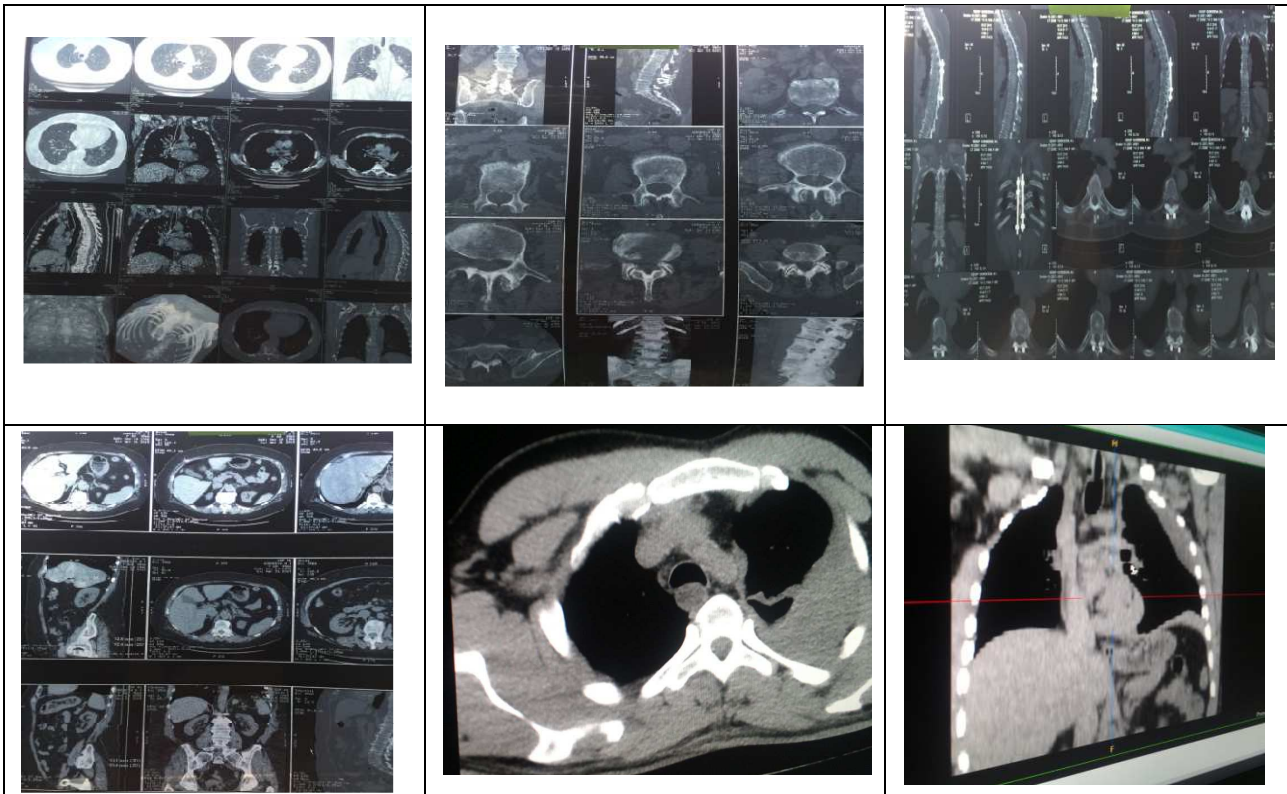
Серия МСКТ сканов сочетаной травмы переданой по каналам телекоммуникационной связи: живота с повреждением внутренних органов и костной ткани.
